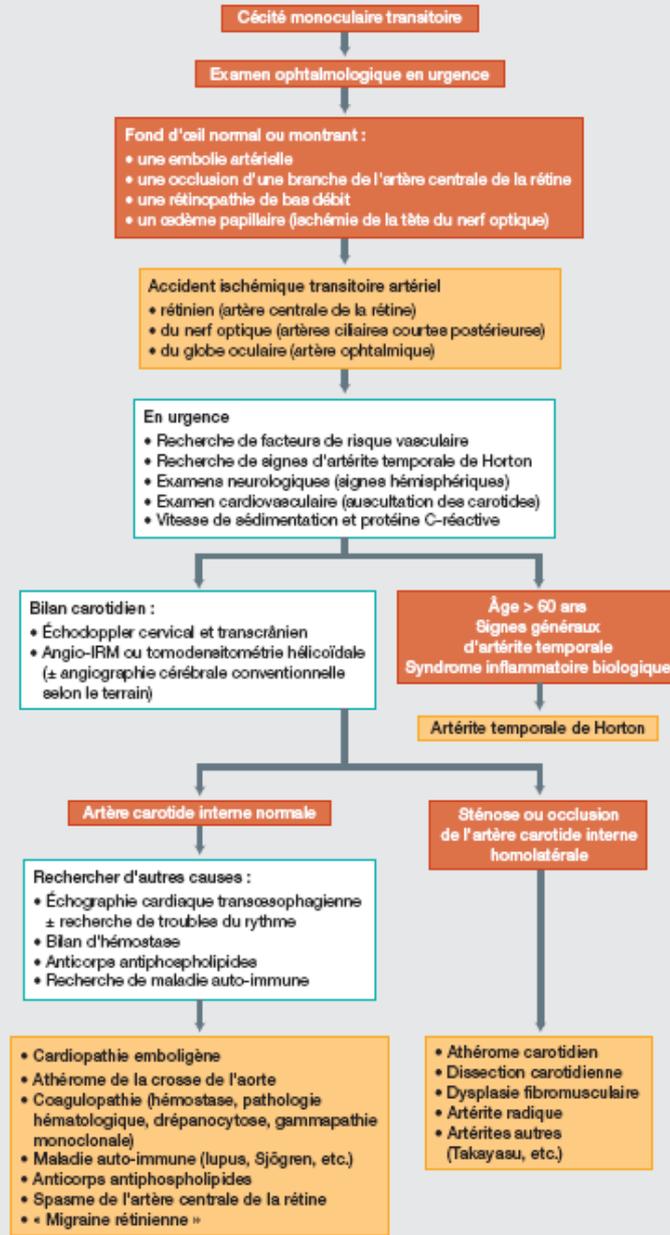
Orientation diagnostique et conduite à tenir devant une cécité monoculaire transitoire. IRM : imagerie par résonance magnétique. D'après V. Blouise, in *Neuro-ophtalmologie*, Elsevier 2003.
